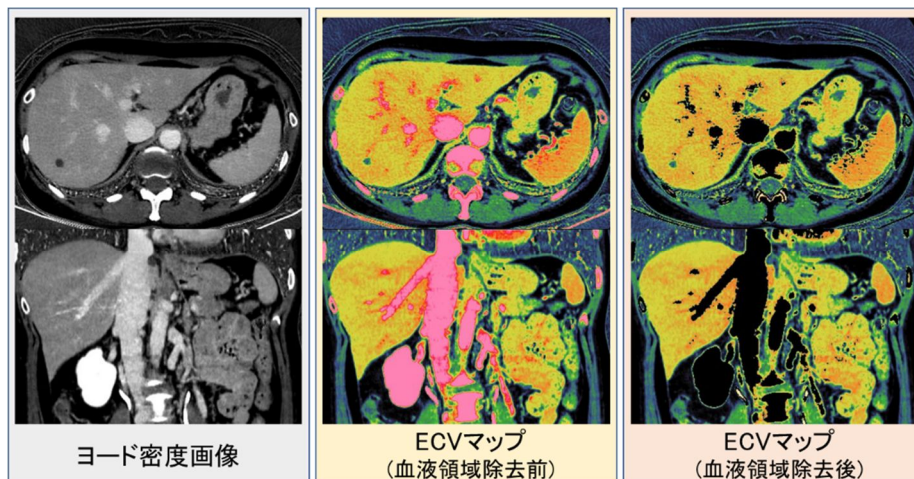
Dual-energy CT のダイナミック造影 CT 平衡相から生成されたヨード密度画像および ECV マップ
